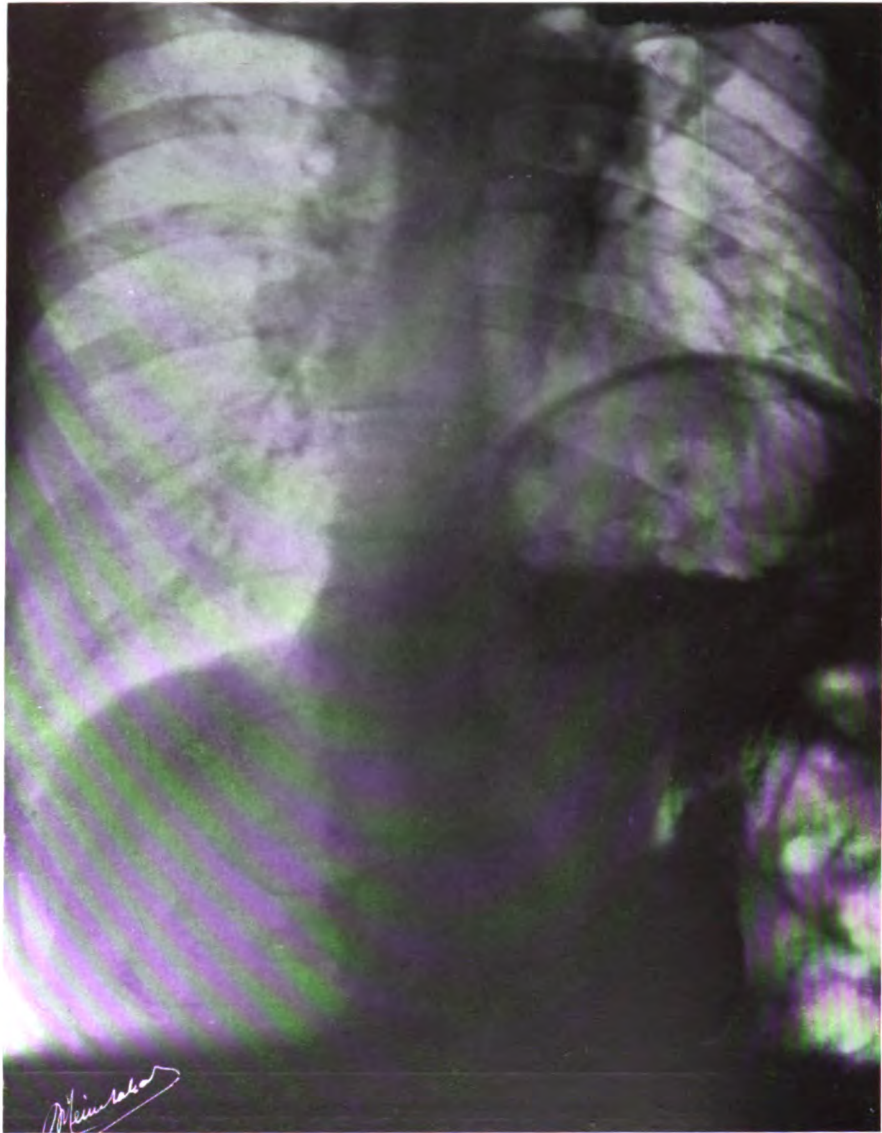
CAS II. — Radiographie abdominale, après ingestion de bouillie, sujet debout apnée, abdomen volumineux à parois épaisses, position oblique antérieure droite, distance anticathode, film pose 0",4. Remarquer les deux poches de l'estomac avec l'éperon, la chute en cascade.
